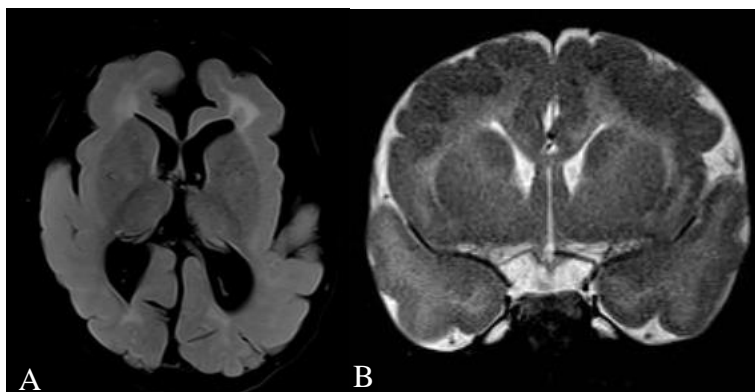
RM do caso 13.2. (A) Corte Axial FLAIR, evidenciando simplificação giral, com sulcos rasos e opercularização incompleta, bilateral e simétrica, substância branca cerebral escassa com alterações focais de sinal, mais acentuadamente bifrontal, junto às malformações corticais. (B) Corte Coronal T2, mostrando o aspecto polimicrogírico do córtex cerebral
